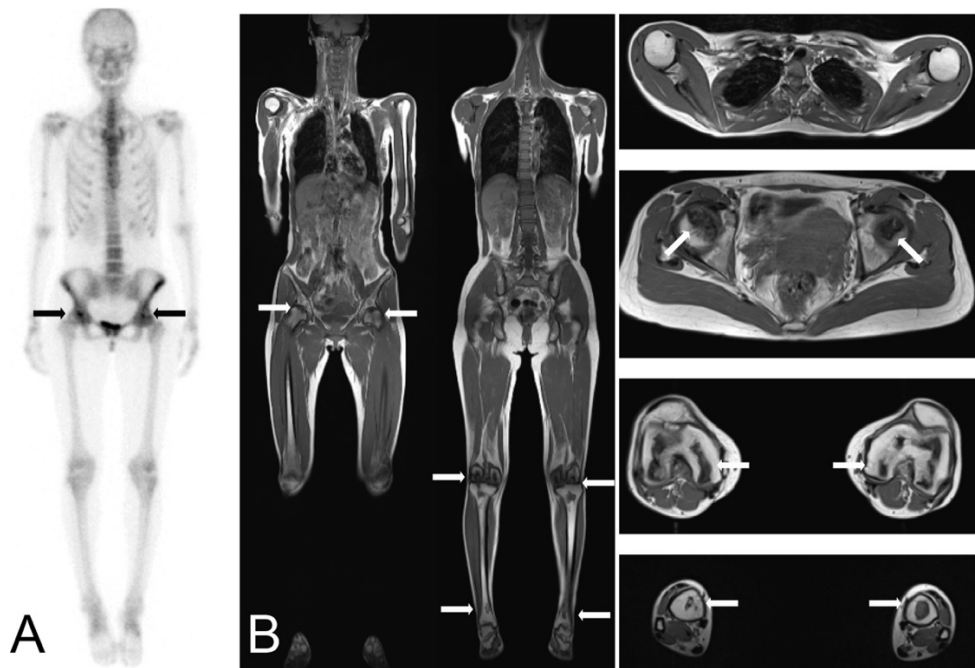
強皮症でステロイド使用歴のある 38 歳の女性における両側の股関節、膝関節、足関節の骨壊死 A 全身骨シンチグラフィー。矢印は両側股関節の取込み領域を示す。 B coronal および axial 全身 MRI。矢印は両側の股関節、膝関節、足関節の骨壊変部位を示す。
